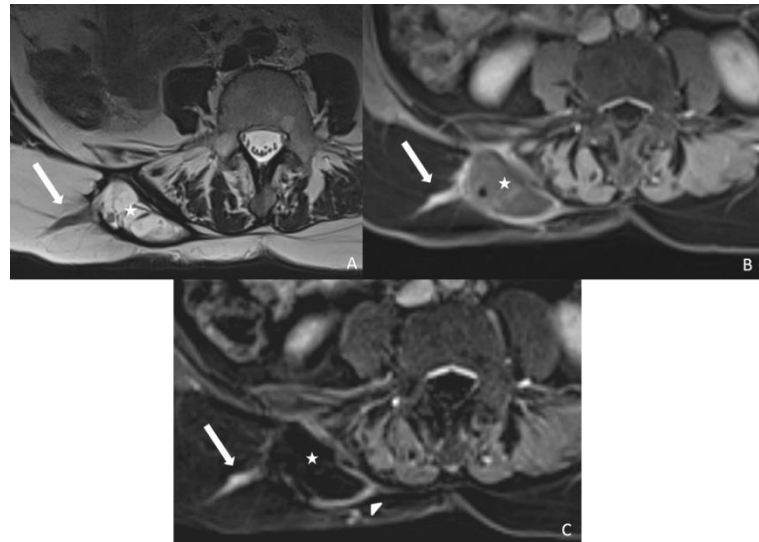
Aspect IRM d'une progression tumorale locale 12 mois après cryoablation percutanée d'une tumeur desmoïde paravertébrale lombaire chez une femme de 72 ans. La zone d'ablation (étoile) apparaît en hypersignal T2 (A), avec persistance d'un rehaussement périphérique inflammatoire fin sur les séquences T1FS injectées (B) et avec soustraction (tête de flèche, C). Mise en évidence d'un spicule à la périphérie de la zone d'ablation (flèche) en signal T2 intermédiaire, rehaussé après injection (B, C) suspect de progression locale.
